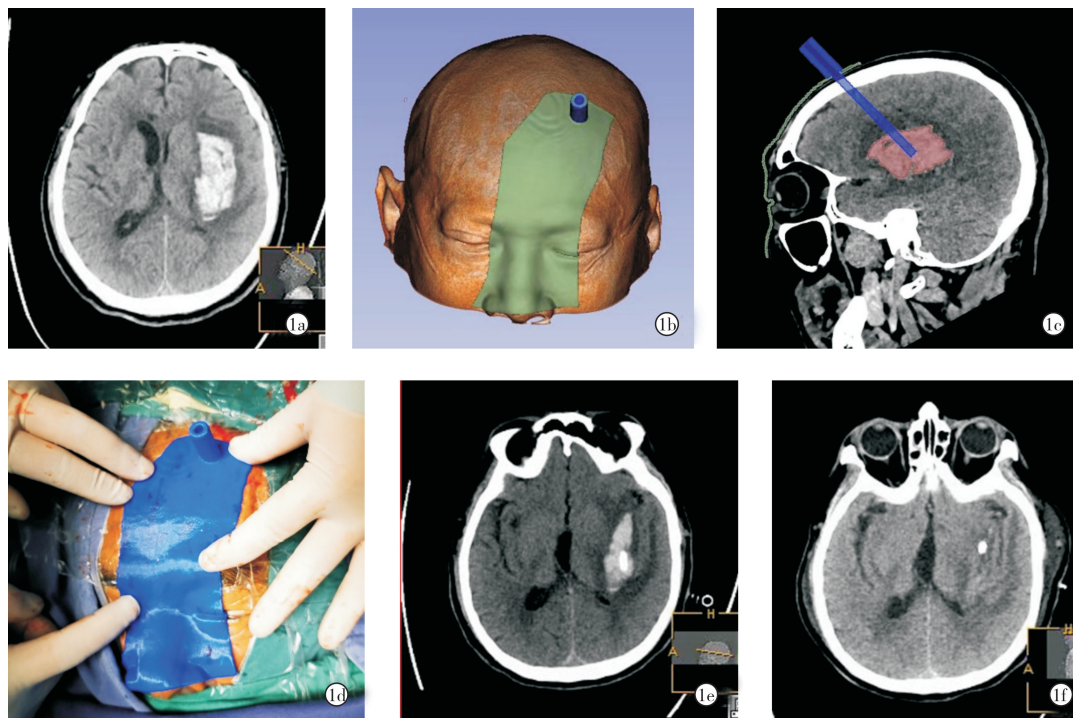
3D 打印导板辅助基底节区血肿穿刺 a:术前影像显示基底节区血肿;b:术前三维重建图像;c:模拟穿刺路径;d:术中紧扣导板,辅助定位穿刺;e:术后 6 小时复查 CT,显示穿刺满意,血肿减少;f:术后第三天 CT,显示血肿基本引流完全。
